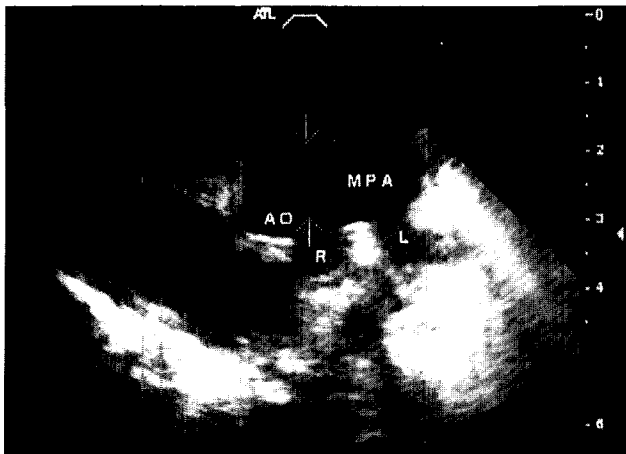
Preoperative 2D echocardiogram. The arrows indicates a large aortopulmonary window in the parasternal short axis view. AO; ascending aorta, MPA; main pulmonary artery, R; right pulmonary artery, L; left pulmonary artery.
